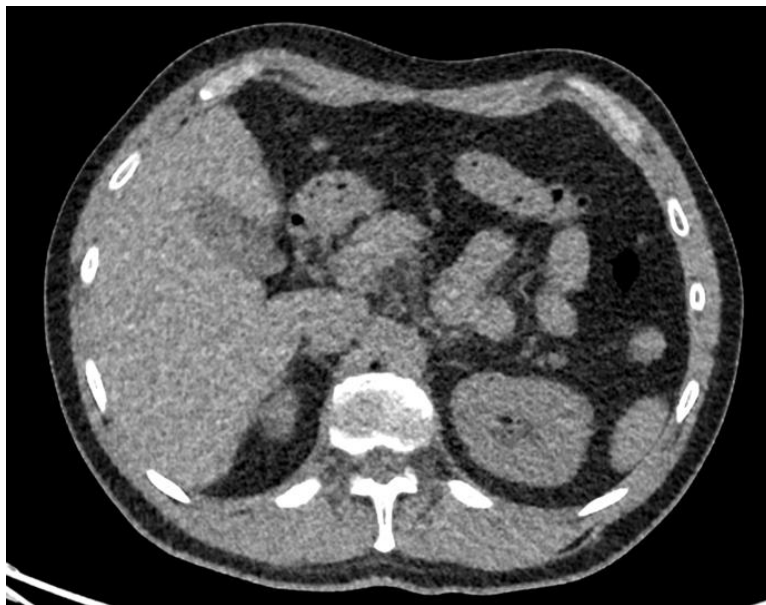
TC tórax axial en ventana de teidos blandos se observa divertículo en la pared de colon transverso sin datos de inflamación.
